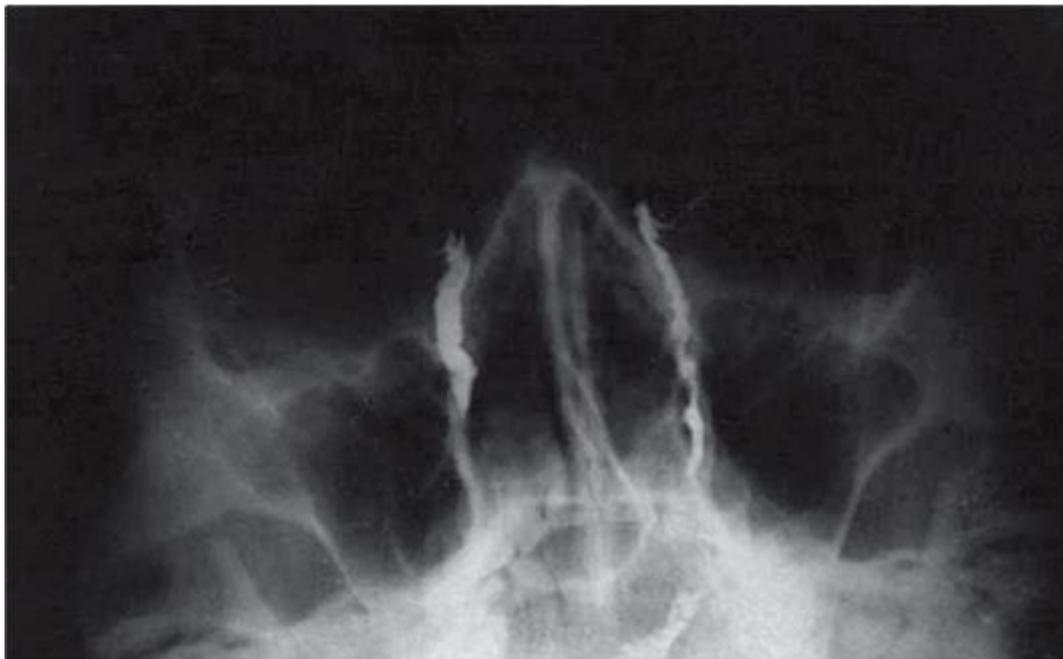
Дакриорентгенограмма больного с двусторонним дакриостенозом Лечение
